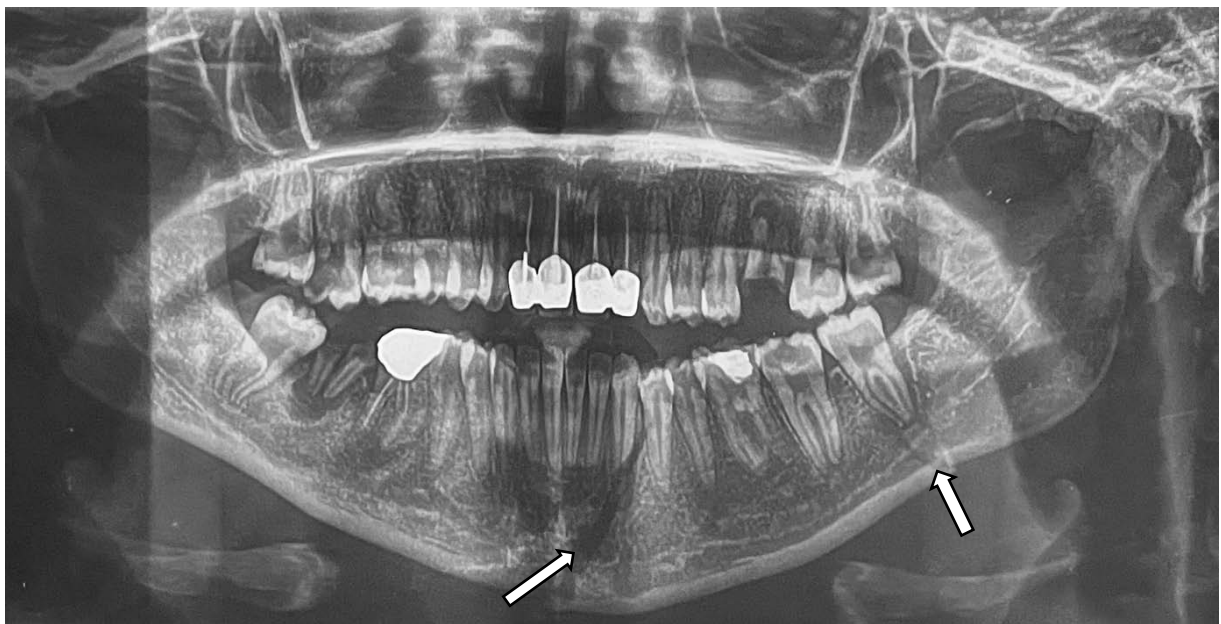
Orthopantomogramme montrant une fracture mandibulaire bifocale de la portion symphysaire-parasymphysaire gauche et de l'angle mandibulaire gauche. Iconographie du service de chirurgie maxillo-faciale de l'HMA de Marrakech
